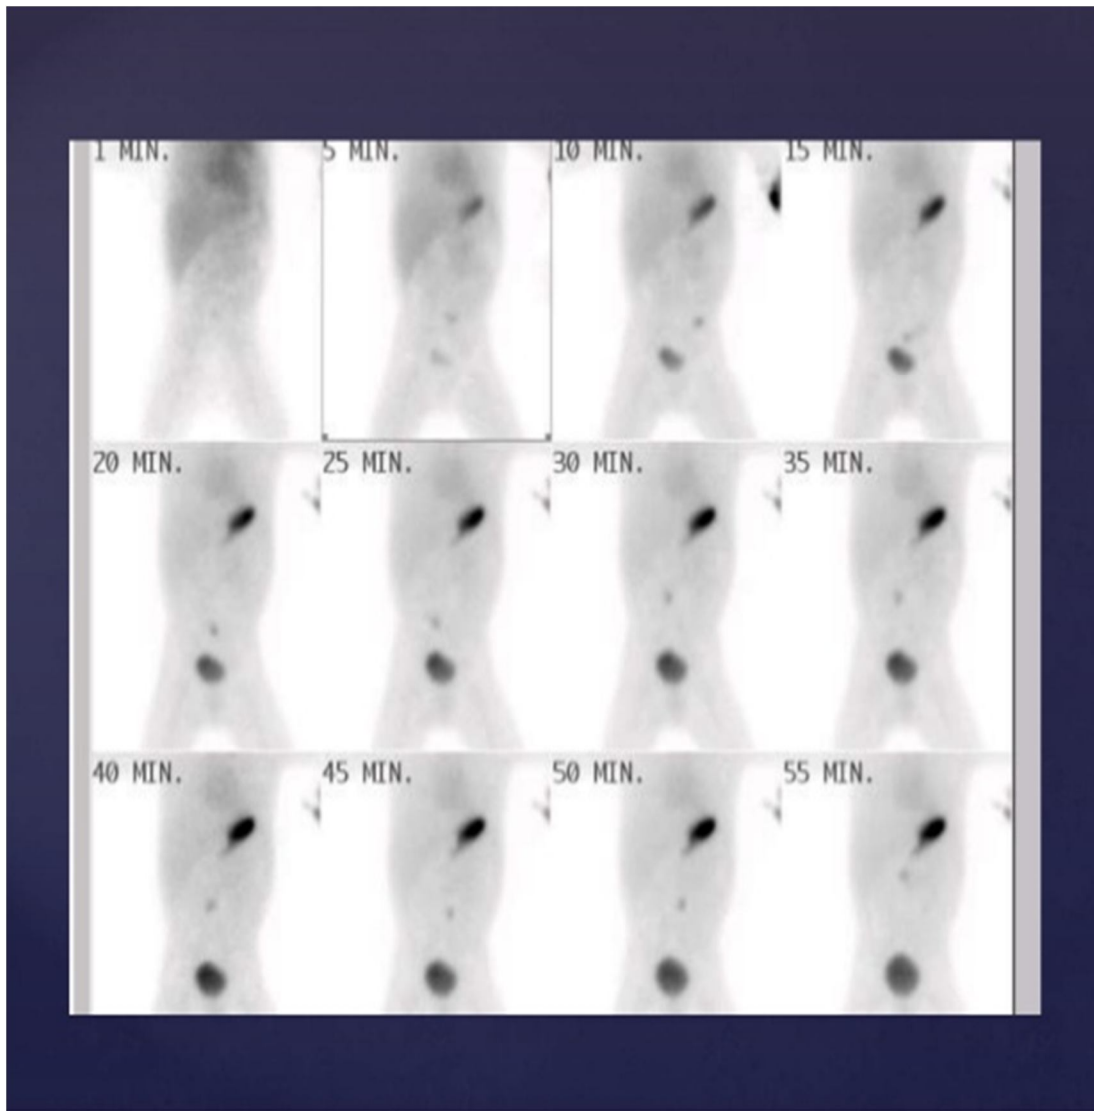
scan abdominal d'une scintigraphie au pertechnetate 99m chez un patient ayant un DM [85]
